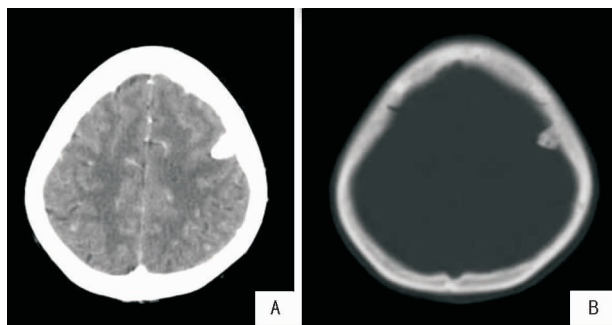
术前头颅CT检查(A)增强(B)骨窗提示左侧顶骨骨瘤。
